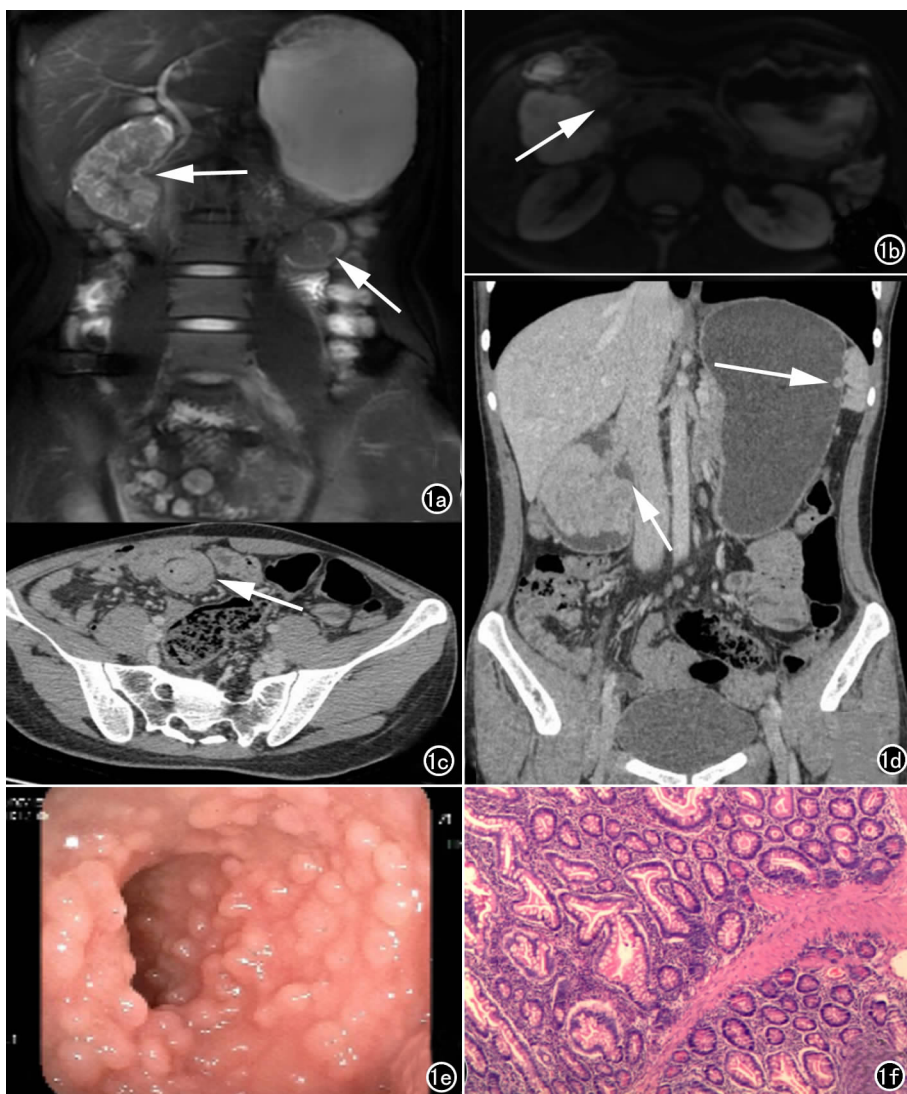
a) MRI 冠状面显示十二指肠及空肠病变呈混杂 T₂ 信号(箭); b) DWI 示十二指肠球部病变弥散受限呈高信号(箭); c) CT 增强门静脉期显示回肠局部“同心圆”状套叠征象(箭); d) CT 增强冠状面重建显示十二指肠病变(箭)及胃壁小结节(长箭); e) 电子肠镜显示回肠末端多发隆起性病变; f) HE 染色显示空肠错构瘤性息肉。
